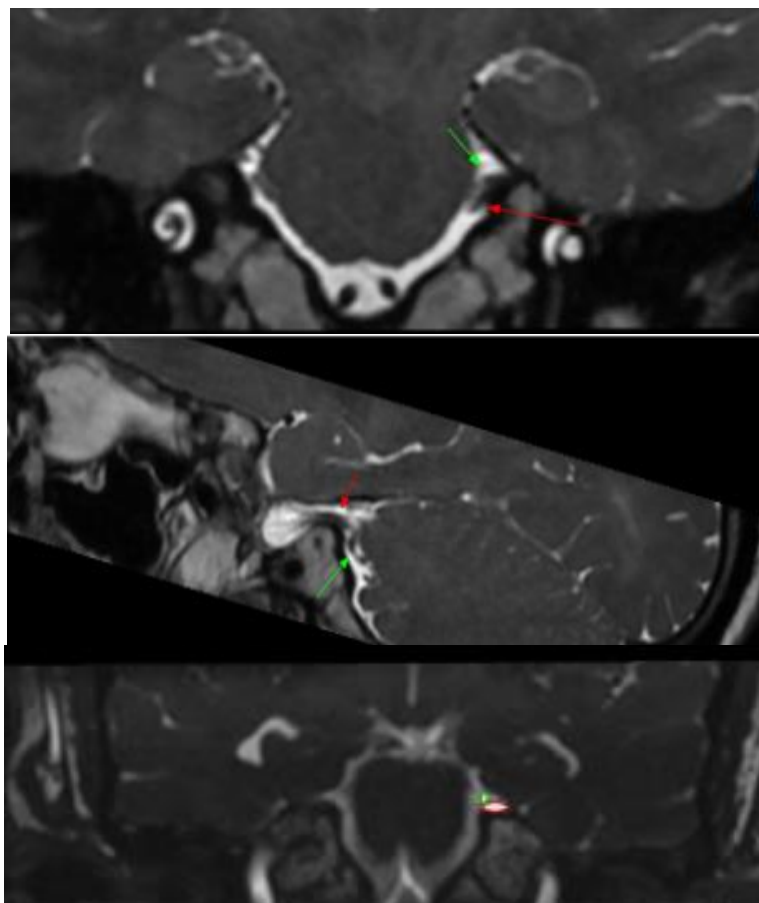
IRM encéphalique de contrôle après 1 an de la patiente L.L en coupes coronale et sagittale pondérée T2 Cube objectivant le contact entre une structure vasculaire (flèche verte) et le nerf trijumeau (fleche rouge) à 2mm de son origine (zone de REZ)
